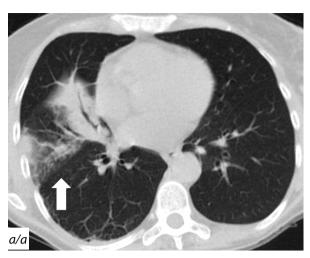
Компьютерная томография органов грудной клетки пациентки А.
